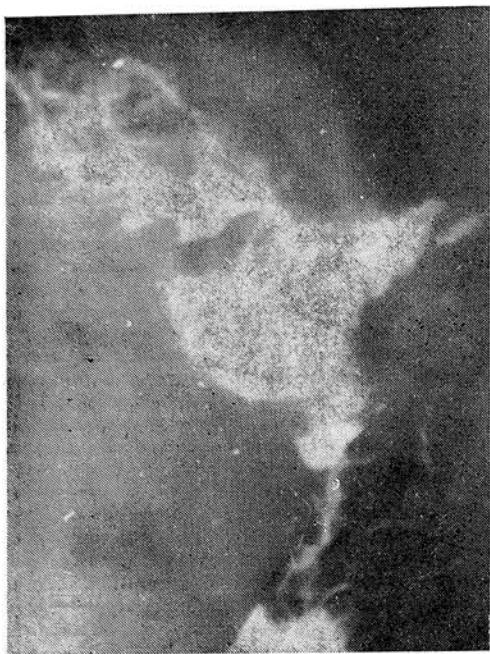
Рентгенограмма культи желудка больного К., 40 лет. Виден пищевод, очень маленькая культура с дефектами наполнения по малой кривизне, приводящая и отводящая петли кишок.
